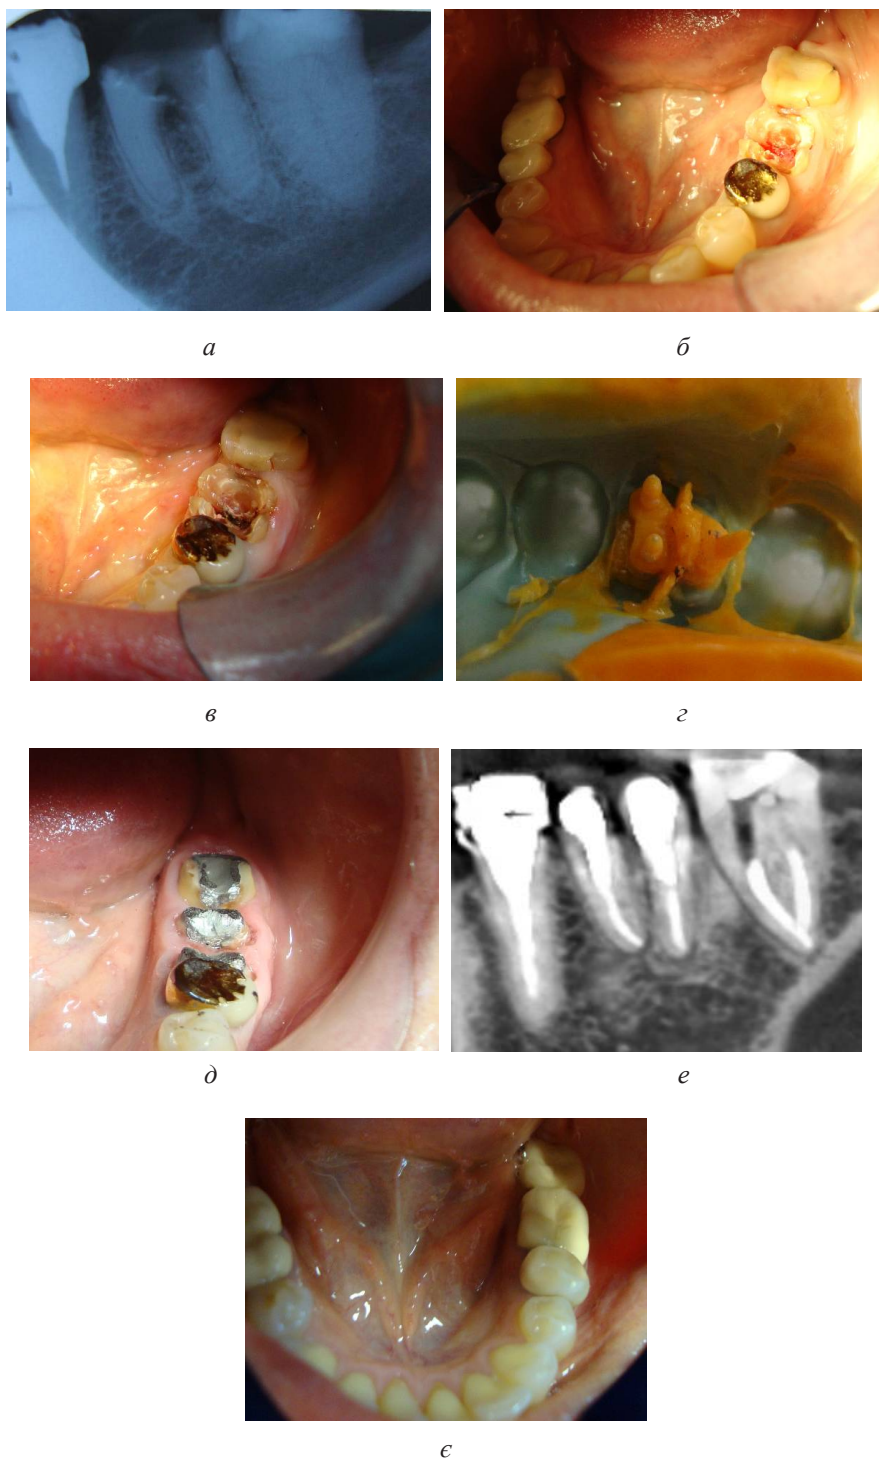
Фото пацієнтки С. 48 років, медична картка № 135. Діагноз: дефект коронкової частини 36 зуба з перфорацією дна порожнини 36 зуба після депульпування у зв'язку з ускладненням каріозного процесу, ІРОПЗ=0,9: *a* – рентгенологічний знімок зуба 36 до лікування; *б* – проведена короно-радикалярна сепарація зуба 36; *в* – проведено електрохірургічну обробку зони біфуркації; *г* – отримано відбиток для виготовлення окремих кукових вкладок; *д* – зафіксовані вкладки у коренях 36 зуба; *е* – рентгенологічний контроль через 1 рік після проведеного лікування; *є* – виготовлені постійні металокерамічні коронки
